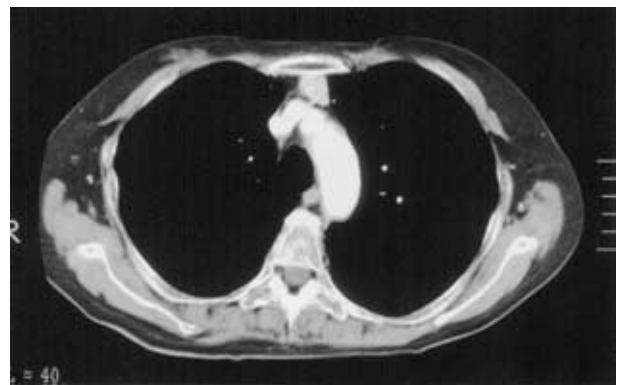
An enhanced computed tomographic scan of the chest reveals a 2-cm left anterior mediastinal tumor.
